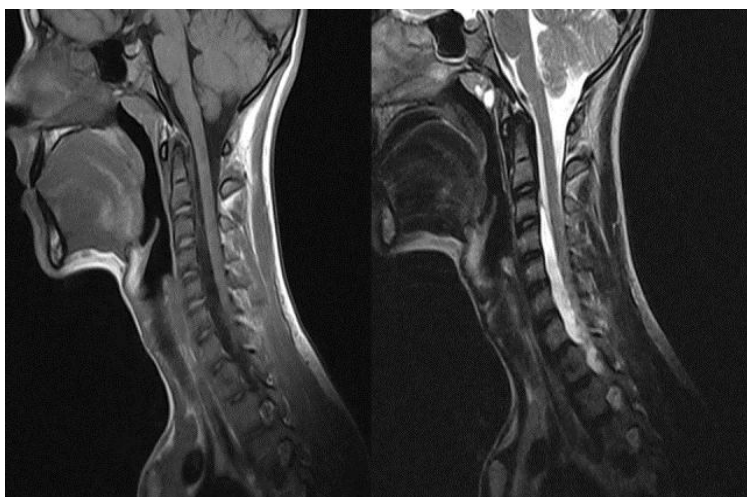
RMN Cervical (técnica T1 Y T2) que muestra un Hematoma epidural Anterior que se extiende desde C3 a C7
